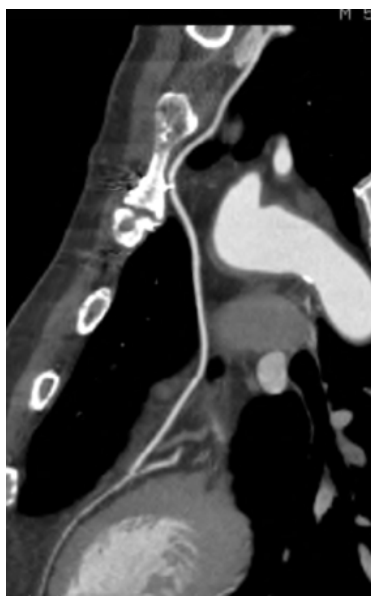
Imagen de un puente mamario anastomosándose a la descendente anterior mediante TAC coronario.
